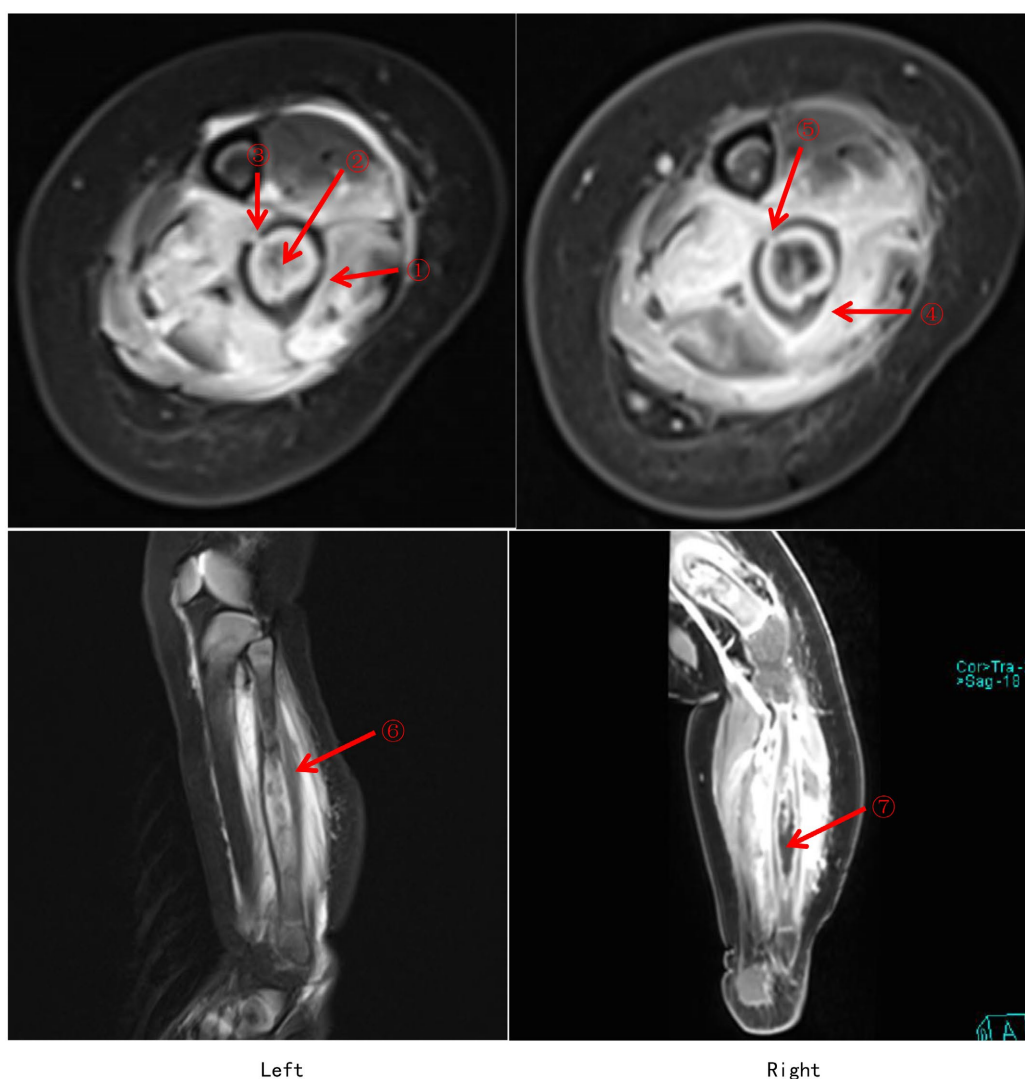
MRI Findings of the left tibia and fibula (Left: pre-contrast; Right: post-contrast)
